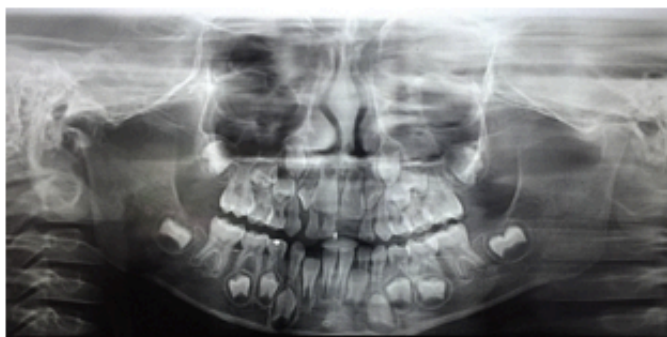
Radiografia panorâmica pré-tratamento.
